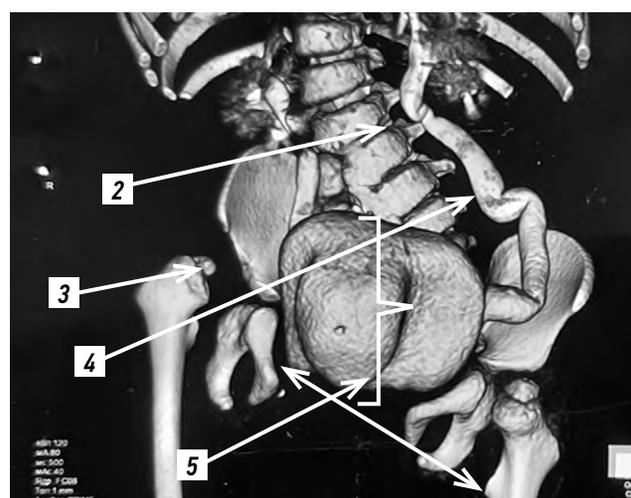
Компьютерная томография органов брюшной полости: 1 — *spina bifida*, 2 — искривление позвоночника, 3 — дисплазия головки правого бедра, 4 — уретерогидронефроз, 5 — искривление костей таза.
